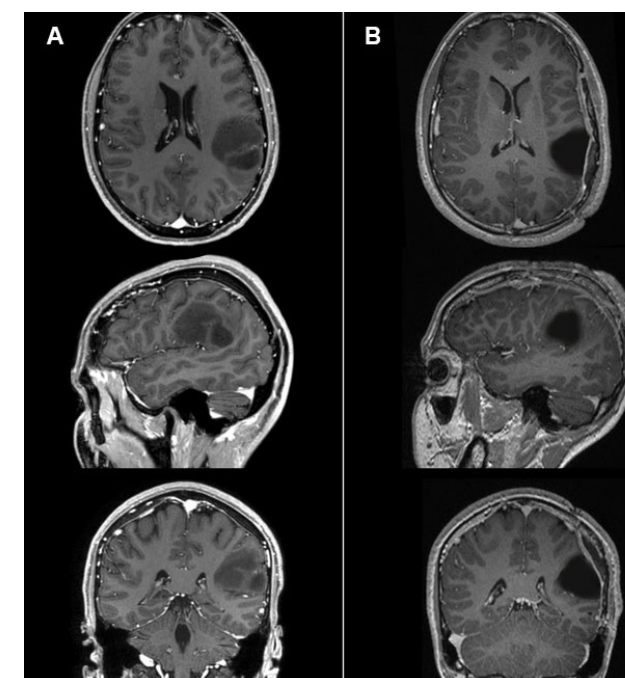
Caso 1: comparativa de RM pre y postoperatoria. A) RM prequirúrgica en secuencia T1 con gadolinio. B) RM postquirúrgica sin evidencia de remanente lesional.
